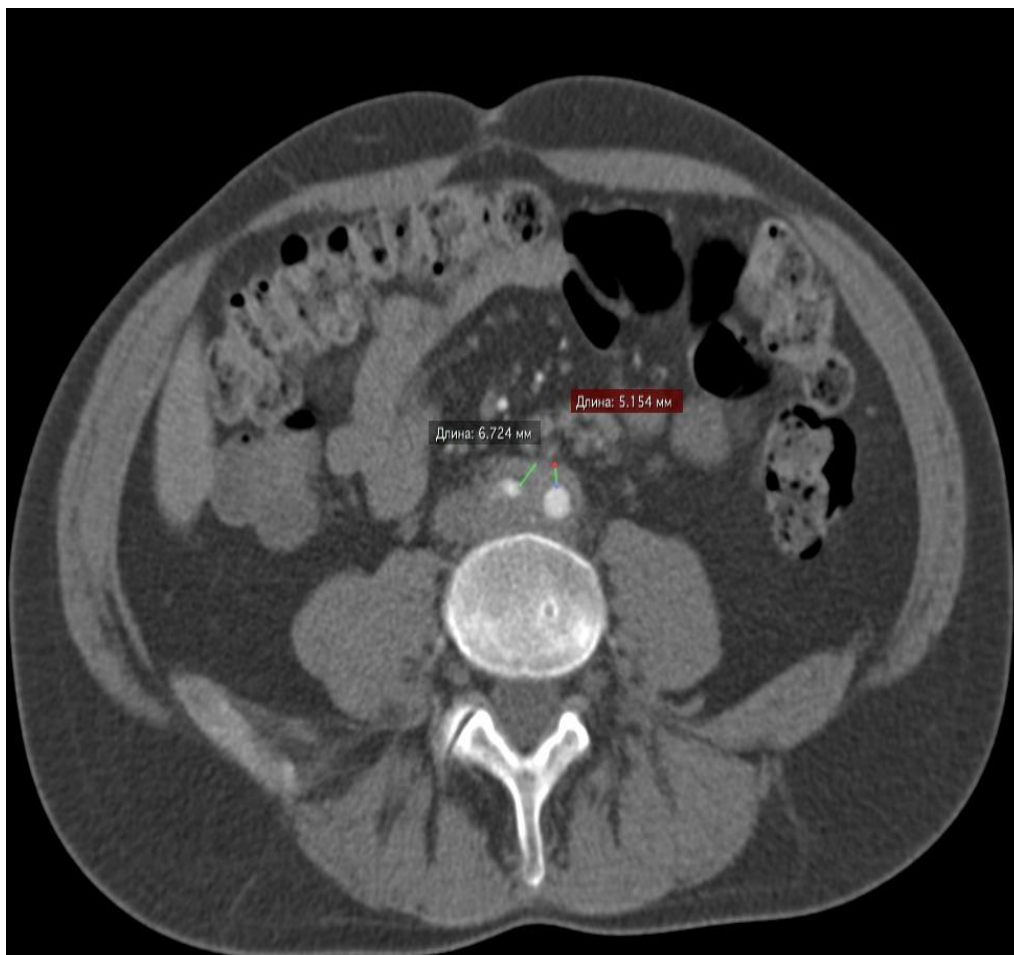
КТ ангиография брюшной полости и малого таза, аксиальная проекция. Циркулярное утолщение общих подвздошных артерий
